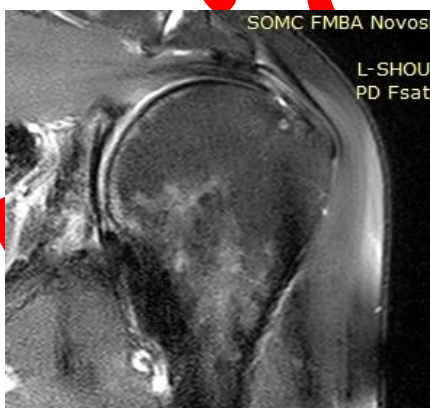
Графическое МРТ-изображение плечевого сустава: повреждение вращательной манжеты, тип С.
